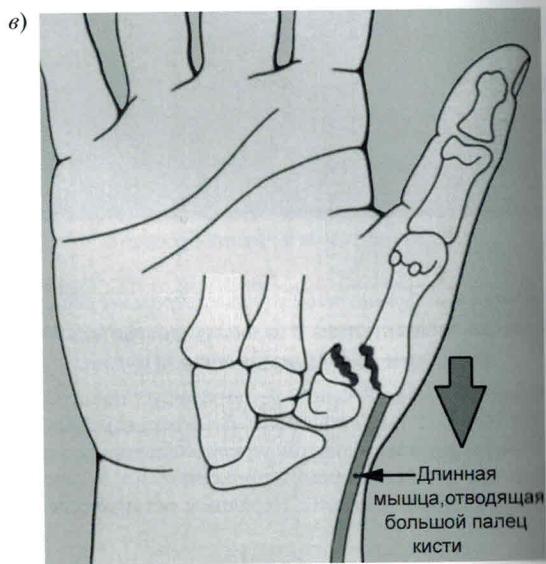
Прицельные рентгенограммы левых линзочно-пястных суставов большого пальца кисти (а, б).
